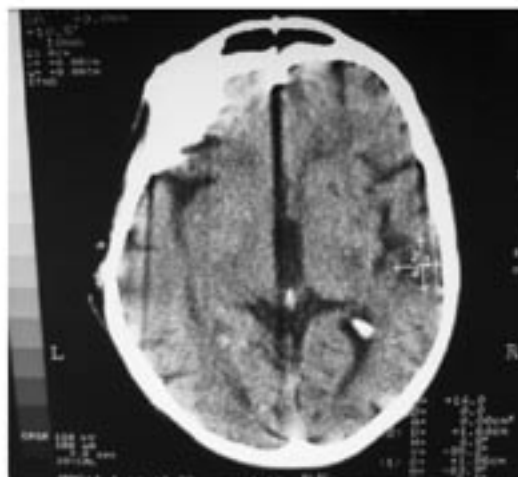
КТ больного К., 53 лет с повторным ишемическим инсультом
